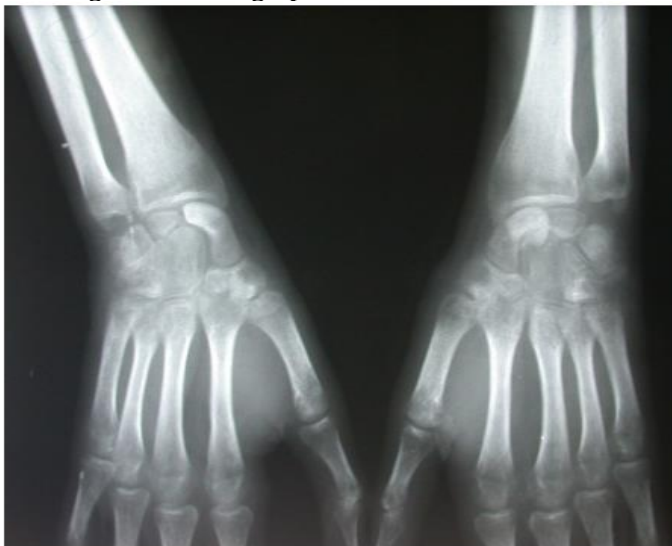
Radiographie de control après 1 an
